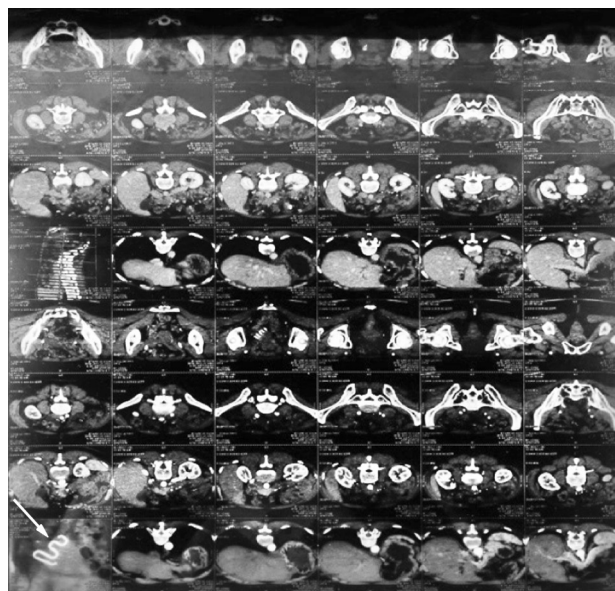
Спираль Липпса на КТ органов брюшной полости.
